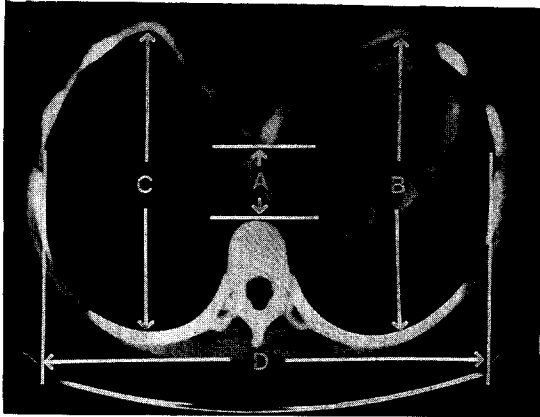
Measurement of the degrees of depression (C/A), asymmetry(C/B), flatness(B/D), and funnel index(D/A) on the computed tomogram performed at the most depressed area.
